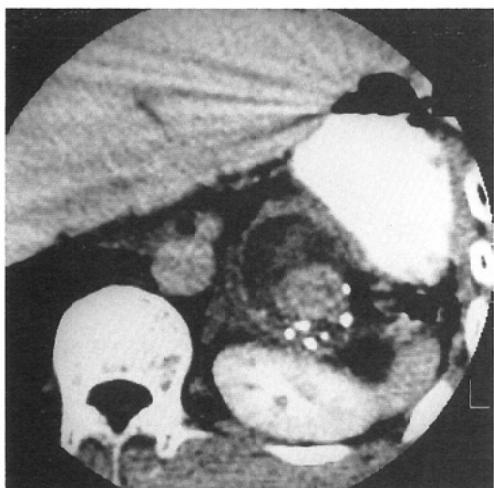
Postcontrast CT scan at the level of pancreatic tail shows a 5-cm pseudo aneurysm with calcification.
